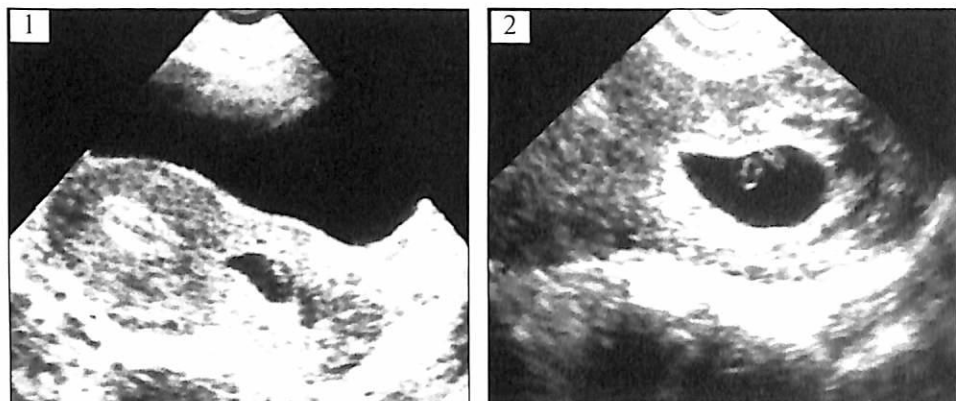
Шеечная беременность, 5 НБ (1 — обзорная эхограмма; 2 — ТВ-УЗИ).
